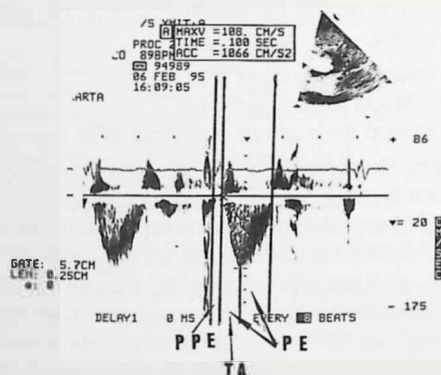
Flujo normal con Doppler pulsado y volumen de muestra sobre válvula pulmonar. Registro a 100 mm/s. Líneas verticales en puntos de medida de PPE, TA y PE.
